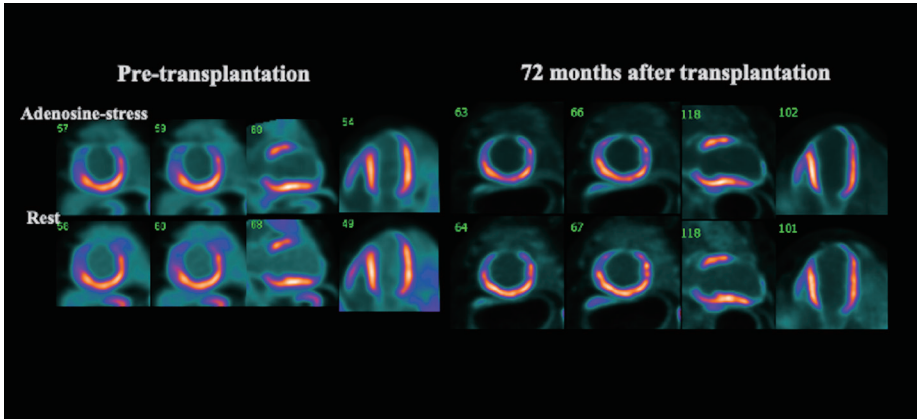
ハートシート移植前と移植後72ヶ月のアンモニアPET MPI。前壁中隔～心尖部に恒久性集積低下～欠損あり，LAD領域の広範囲梗塞の所見である。移植前後で梗塞範囲に変化は認めない。
